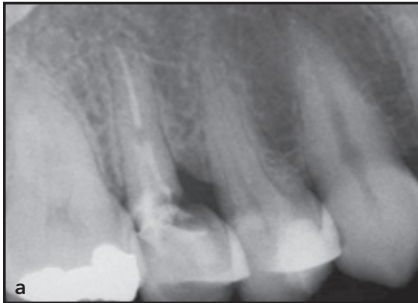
Patientin 2.Abb. 2a Das Röntgenbild zeigt den stark von Karies befallenen oberen rechten zweiten Prämolaren, der bereits wurzelkanalbehandelt war.Abb. 2b und 2c (b) Röntgenologische und (c) klinische Ansicht der definitiven Versorgung beim Follow-up nach einem Jahr. Die Weichgewebereifung ist gut zu erkennen.
